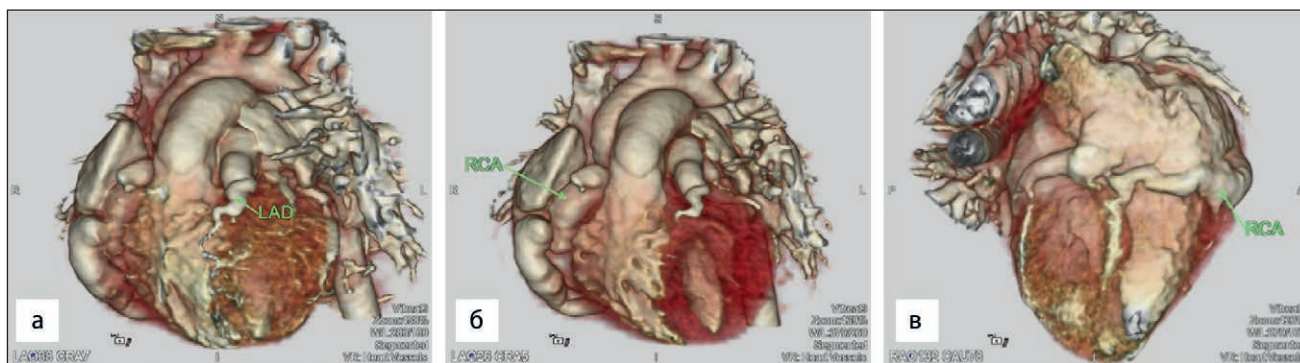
Комп'ютерна томографія з контрастуванням. 3D-реконструкція: а — аневризматичне розширення лівої передньої низхідної артерії (LAD); б — аневризматичне розширення правої коронарної артерії (RCA); в — аневризматичне розширення правої коронарної артерії (RCA) по діафрагмальній поверхні
